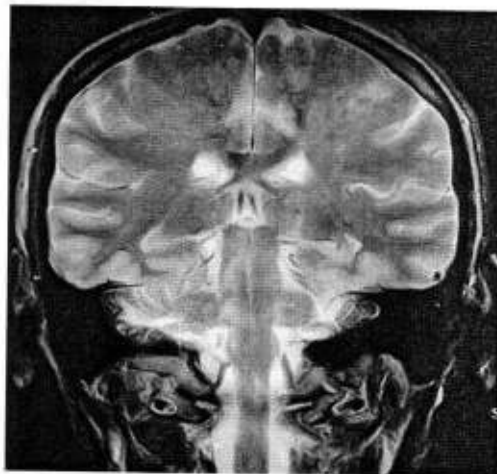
Gambar irisan axial T2 (Pocket atlas of sectional CT and MRI vol.1, third edition)
